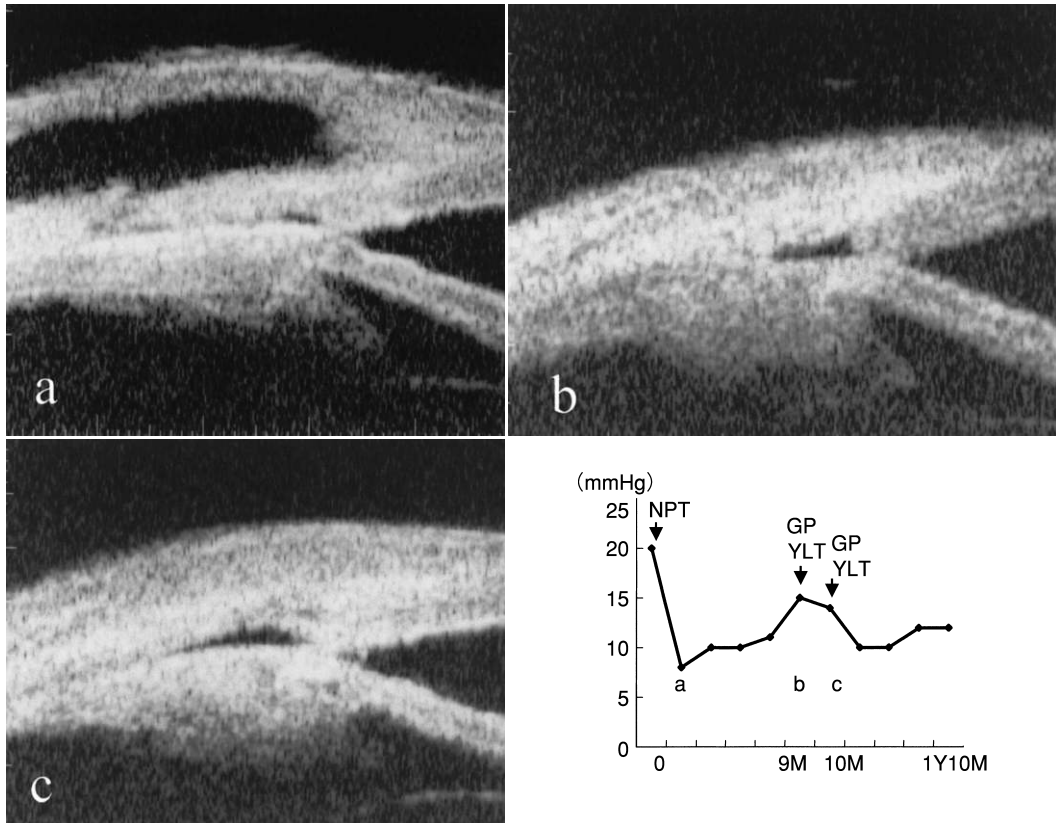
症例1の右眼超音波生体顕微鏡(UBM)所見。
